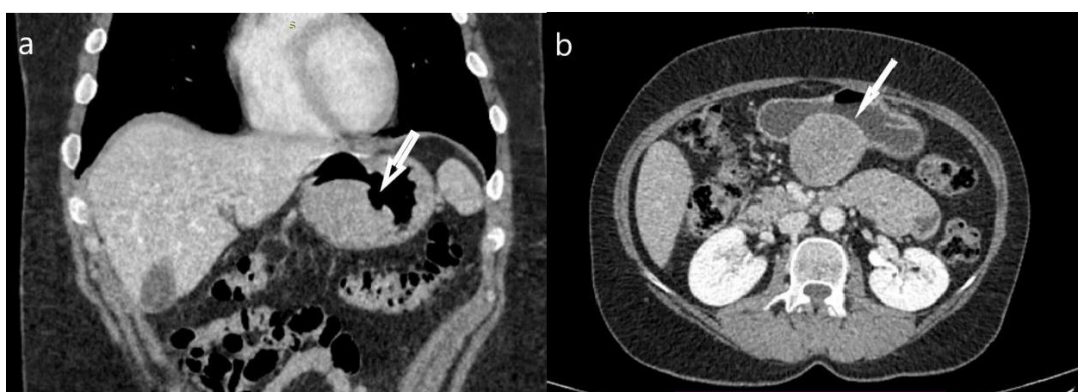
CT pregled aksijalni presek (a) HR GIST parcijalno nekrotične strukture; (b) veliki cistično degenerisan HR GIST.*
